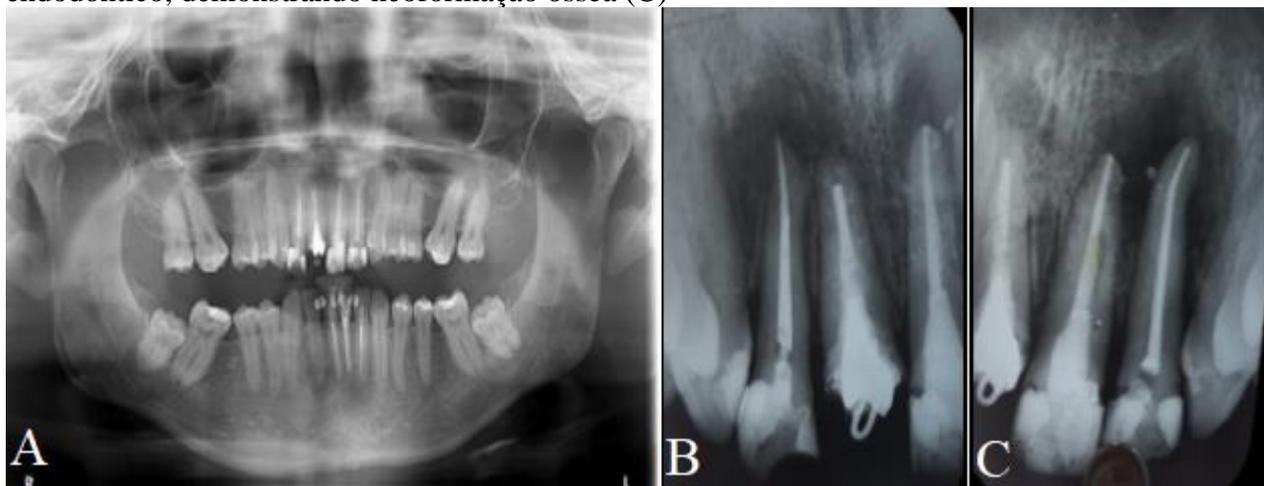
Exame panorâmico realizado 21 dias após o procedimento (A). Radiografia periapical evidenciando área radiolúcida em região apical das unidades 21 e 22, e reabsorção radicular interna na unidade 21 (B)
